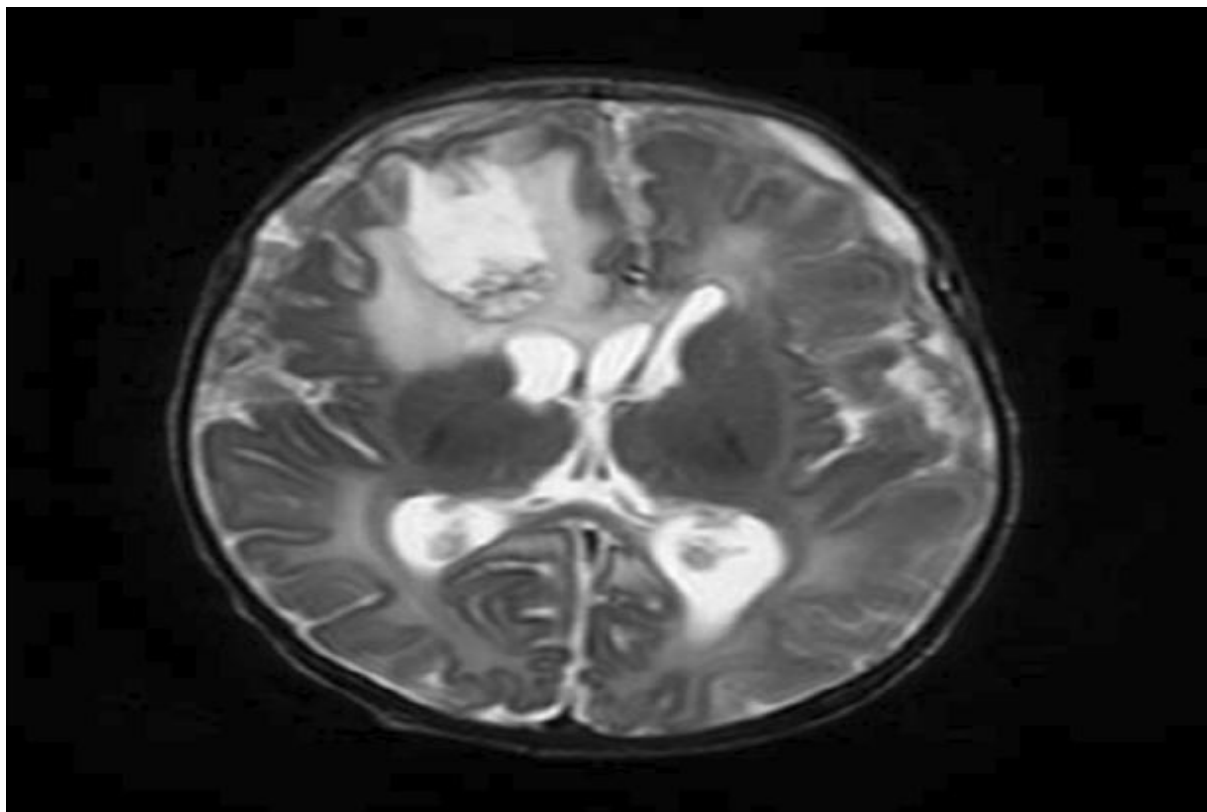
Coupe transversale d'IRM en séquence T2 montrant un abcès cérébral de localisation frontale droite. [Iconographie du service de néonatalogie et réanimation néonatale CHU Mohammed VI]
